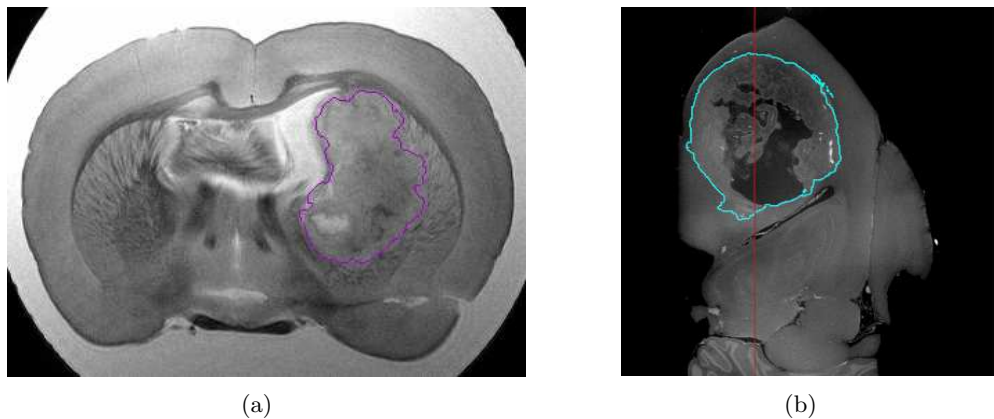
Segmentation du volume tumoral par la méthode de croissance de région (a) sur une coupe axiale imagée par IRM et (b) sur une coupe sagittale imagée par *grating interferometry*.
